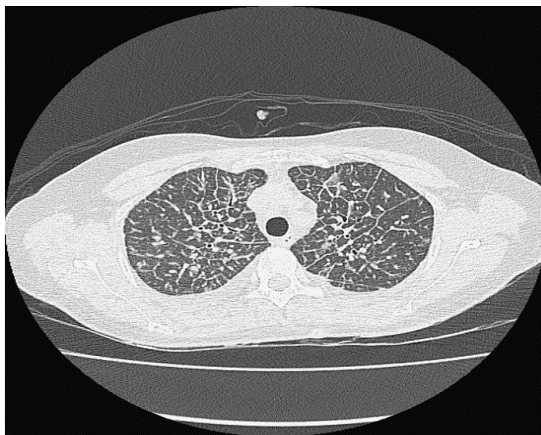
TAC de tórax. Engrosamiento intersticial reticular difuso y múltiples nódulos bilaterales.
